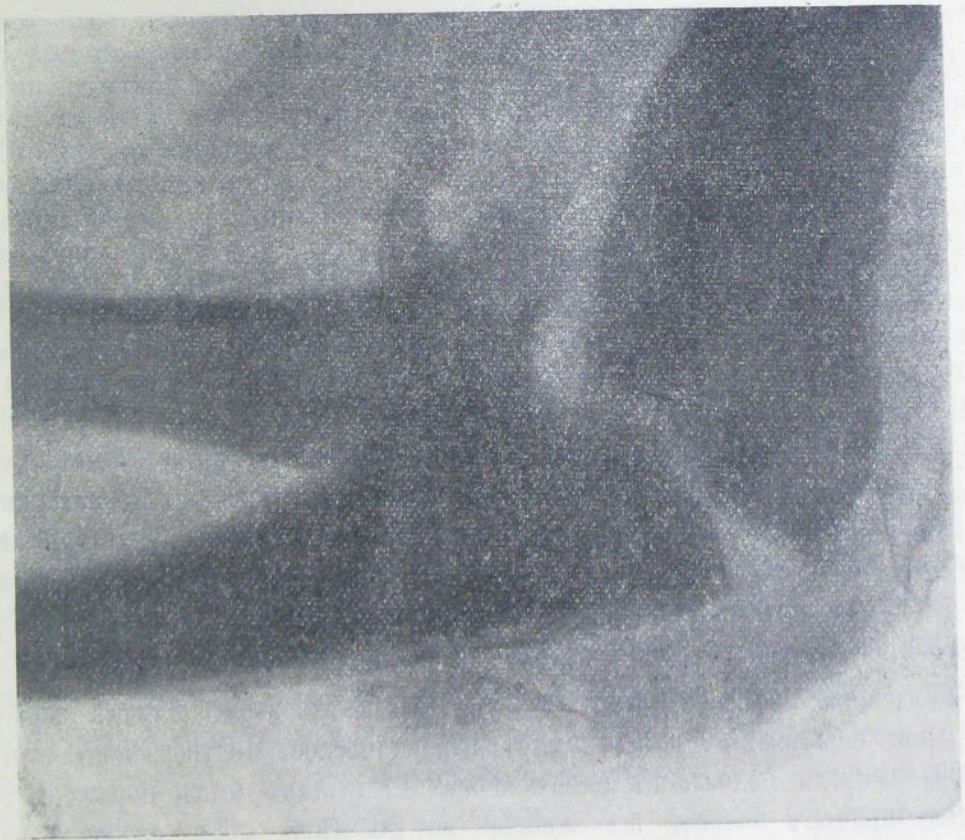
Тотъ-же случай, что на рис. 43—46. Рентгенограмма при выпискѣ больного, на 87 день послѣ артротоміи.
